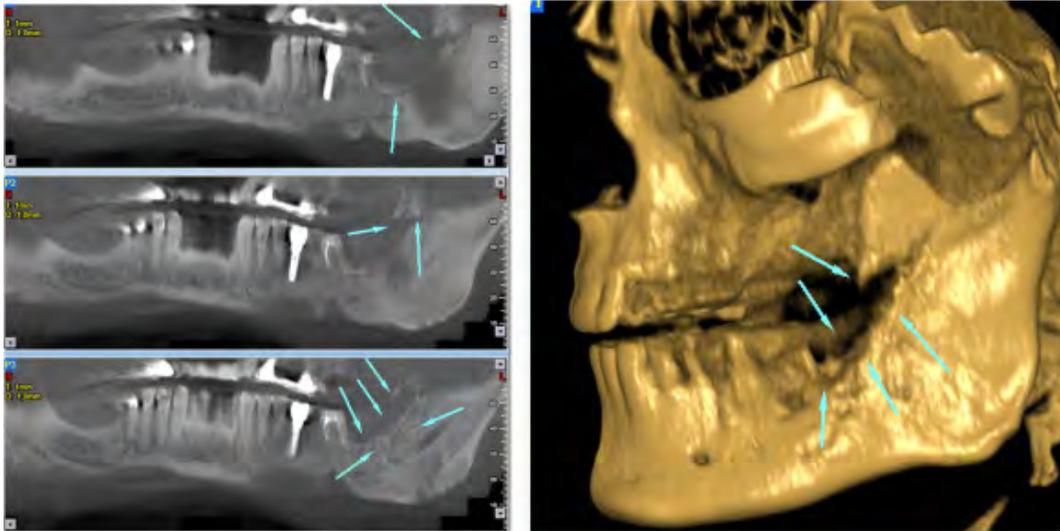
Tomografía computarizada 3D muestra una severa erosión en forma de polilla en relación con el nervio mandibular. ⁽²⁹⁾
